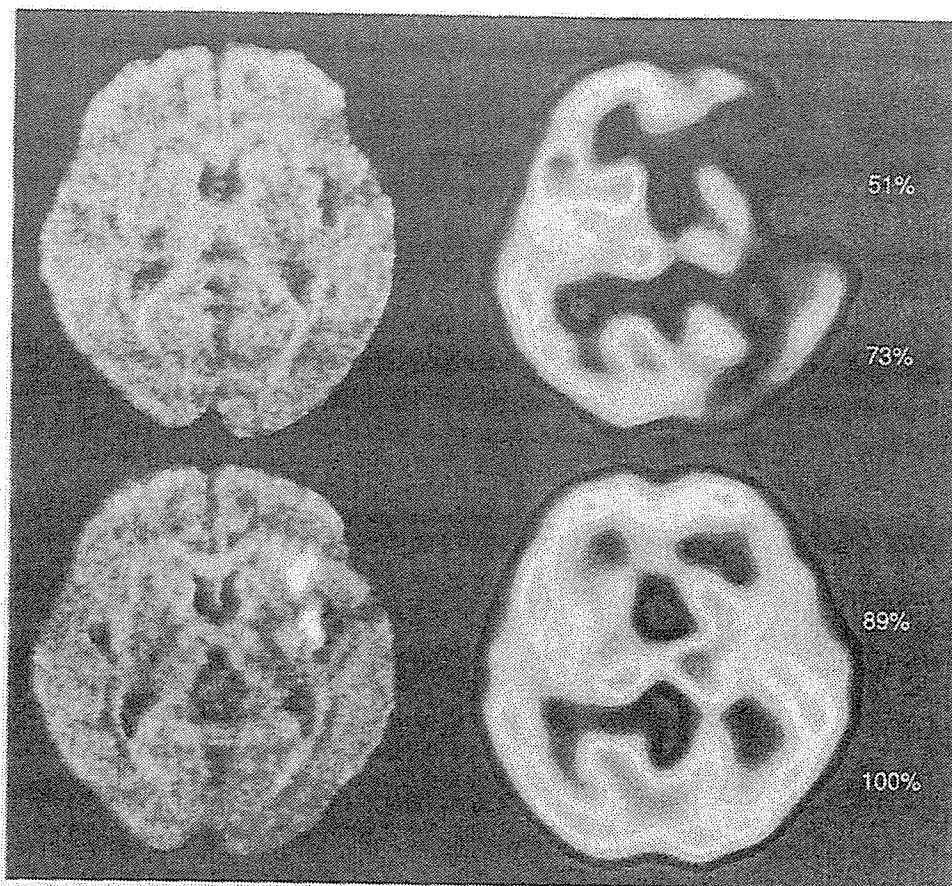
58 歳、男性：左中大脳動脈閉塞症(心原性脳塞栓症)、経動脈性血栓溶解療法前後の DWI と  $^{99m}\text{Tc}$ -HMPAO SPECT
